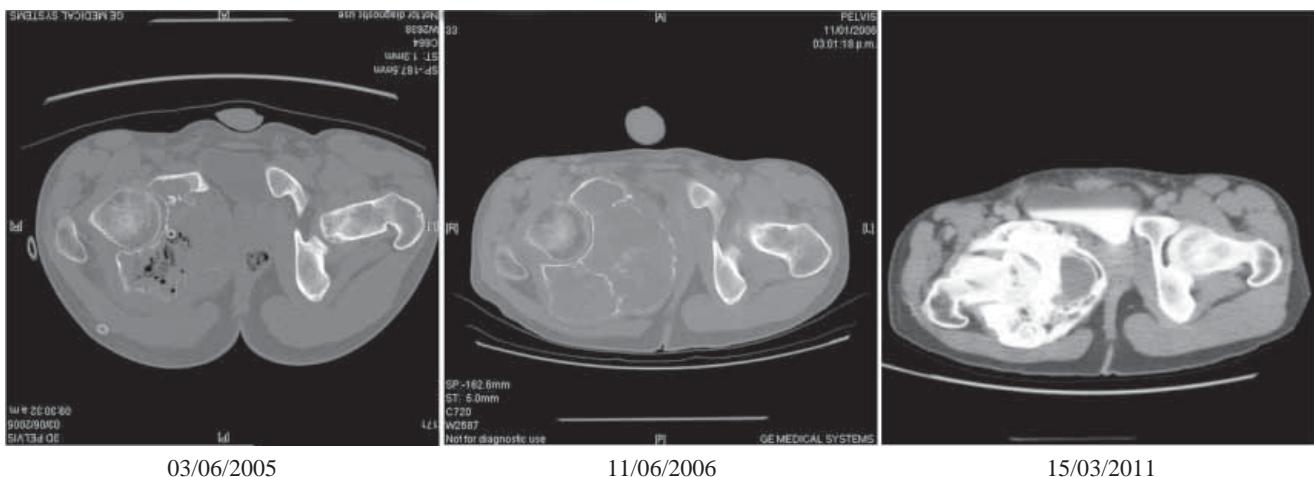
TAC corte axial comparativo del mismo paciente durante su evolución en el tiempo.
